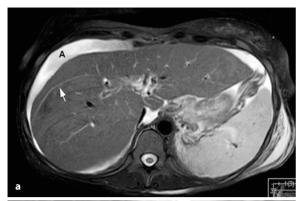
a, b. 41-jährige Patientin mit bekannter alkoholtoxischer Leberzirrhose. a Das axiale MRT-Bild in T2-Wichtung zeigt eine diffuse Erhöhung der Signalintensität in der gesamten Leber, aufgespannte intrahepatische Gefäße (*Pfeil*), eine Splenomegalie sowie perihepatischen Aszites (*A*). b In der MIP-Rekonstruktion aus einem CE-MRA-Datensatz Dokumentation zahlreicher portosystemischer Kollateralen (*Pfeile*)
